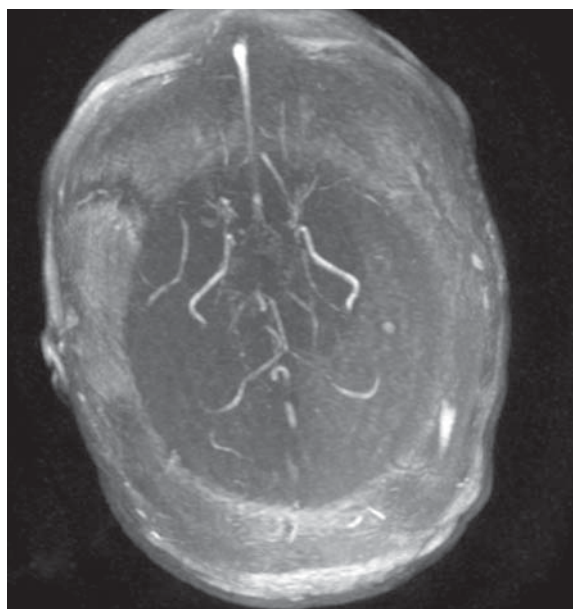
МРТ изображения сосудов головного мозга. Признаки симметричного сужения и истончения внутренних сонных артерий, некоторые сегменты артерий виллизиева круга достоверно не определяются
